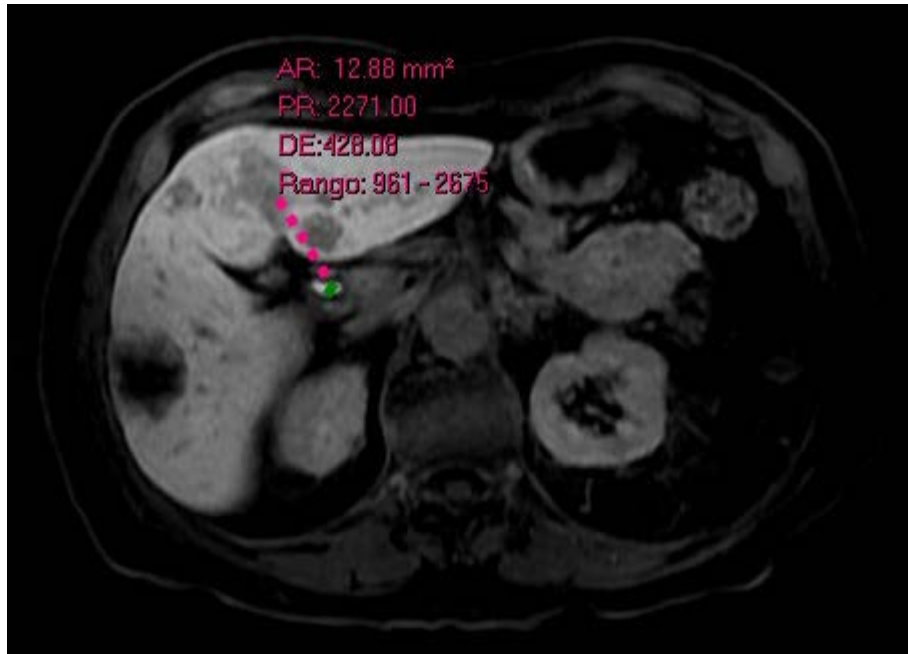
Corte axial de resonancia magnética de hígado, secuencia T1 en fase hepatobiliar (20 min posterior a la inyección del material de contraste). Medición del colédoco, el cual realza y muestra valor promedio de 2271 píxeles.
